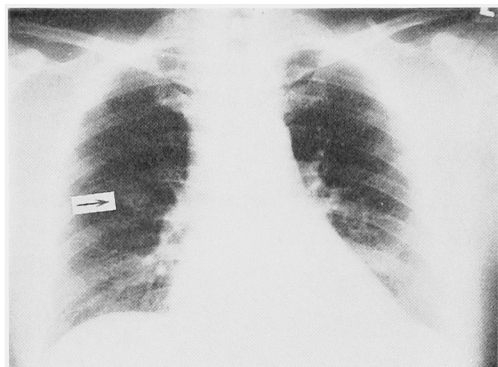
胸部単純写真 (1984.7), 右中肺野の腫瘍増大
